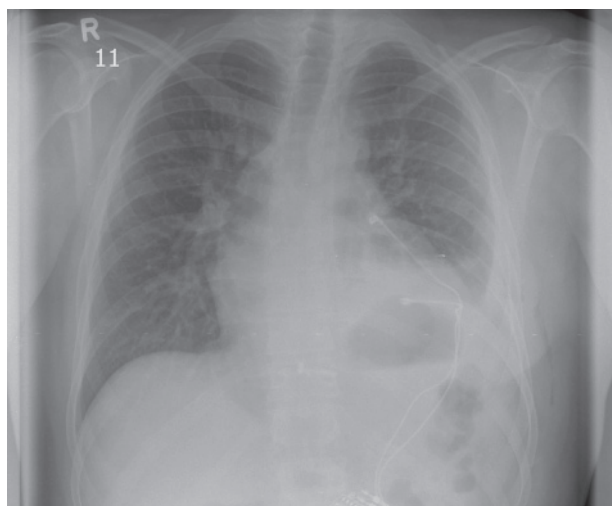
Zdjęcie RTG klatki piersiowej w projekcji PA przedstawiające układ stymulujący przed zabiegiem jego usunięcia
